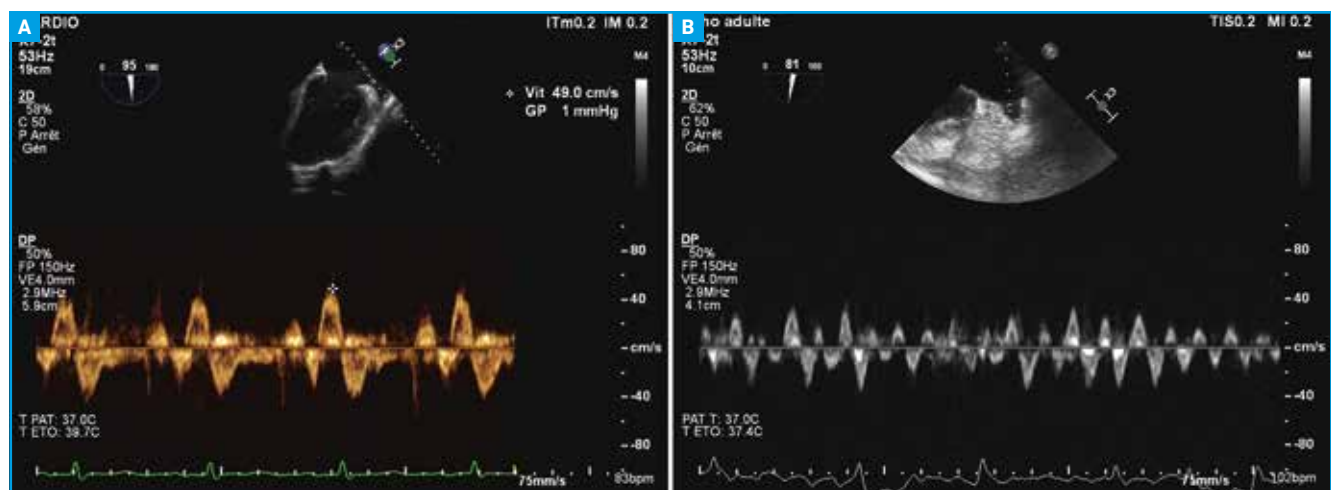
Doppler pulsé de l'auricule gauche. A : en rythme sinusal ; B : en fibrillation auriculaire (flux désorganisé avec réduction des vitesses).
